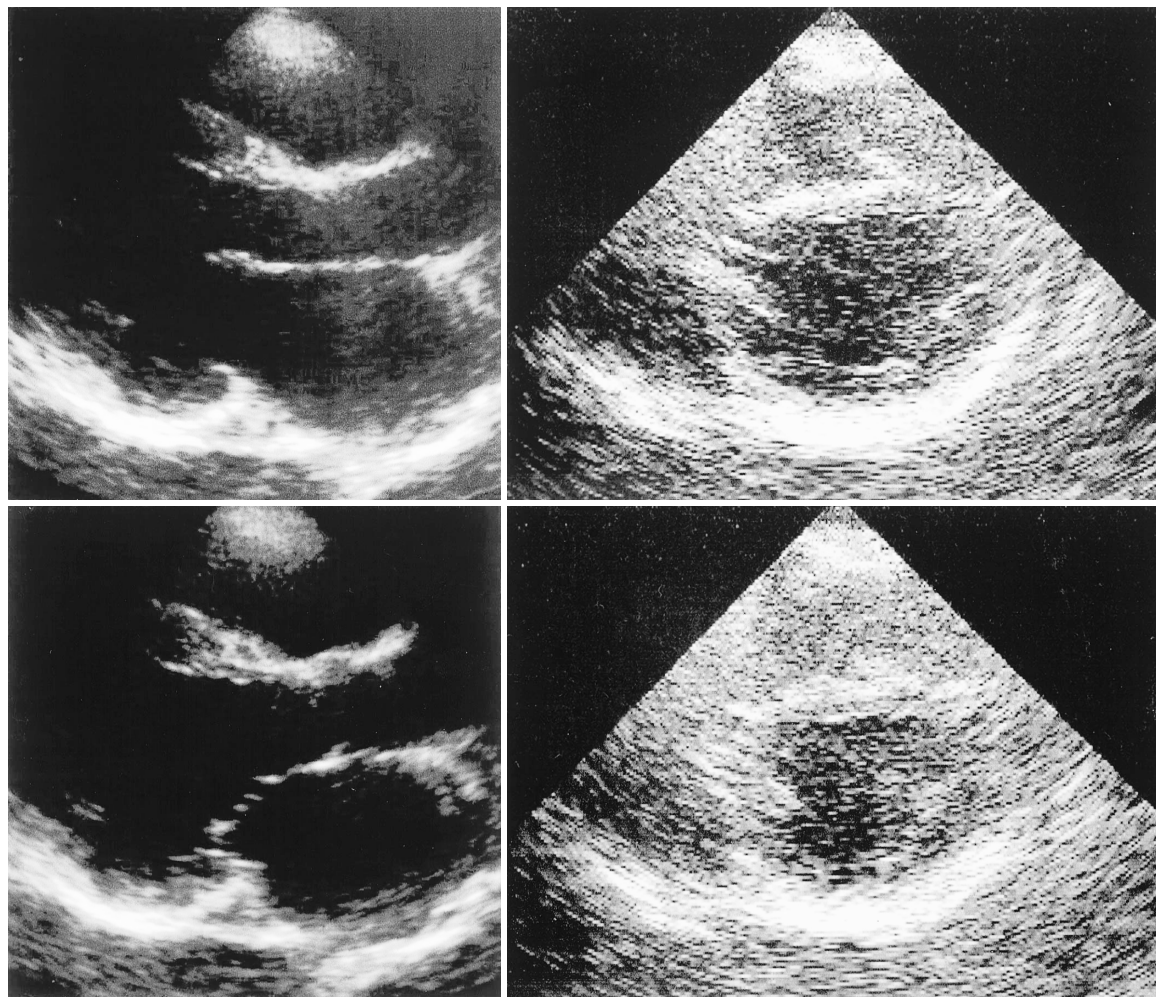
Two-dimensional echocardiograms
